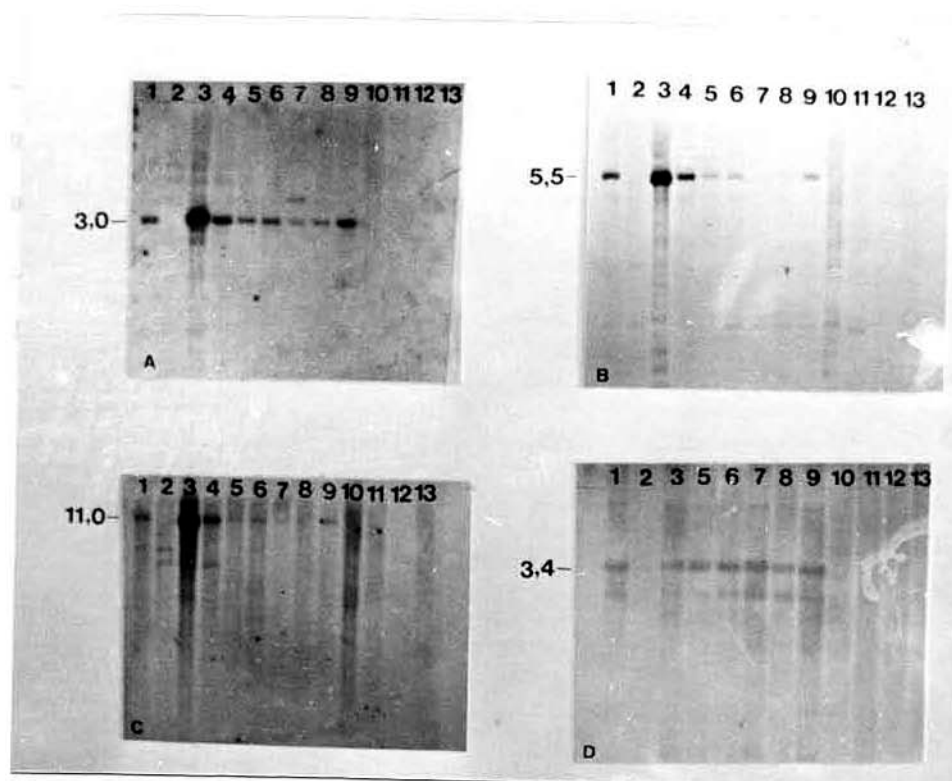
Autorradiografia do DNA genômico de homem normal (1), mulher normal (2), homem 47,XYY (3), homem 47, XXY (4), e das pacientes do grupo II casos 6 (5), 7 (6), 8 (7), 9 (8), 10 (9) e, do grupo III casos 11 (10), 12 (11), 13 (12) e 14 (13) com as sondas Y-específicas pDP105 (A), pDP97 (B), pY-5 (C) e pY3.4 (D).
